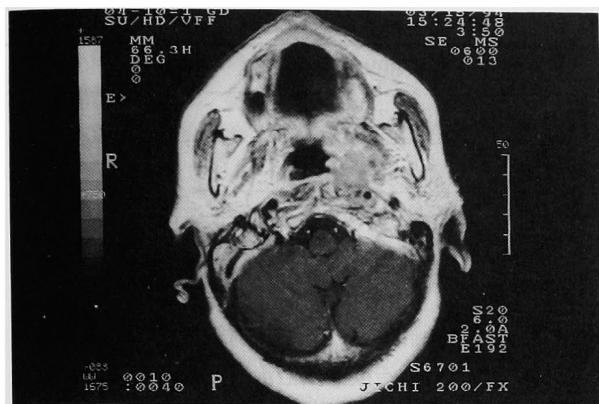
切除不能例(63歳,男性,中咽頭癌)のMRI(ガドリニウム造影T1強調画像)
